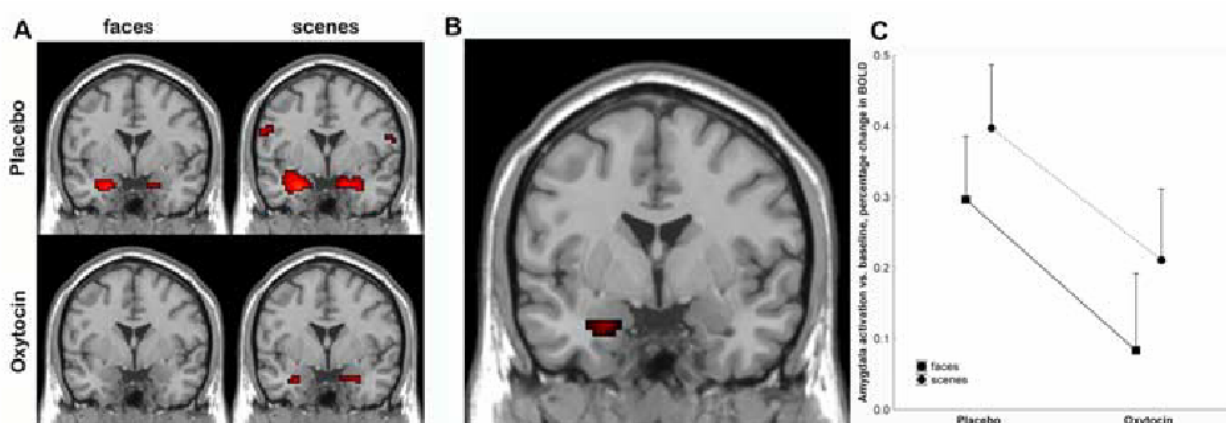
Oxytocin effects on amygdala activation. A, Rendering on normal coronal MRI at the level of the anterior commissure (in neurological orientation: the brain left is on the viewer's left). The response to face stimuli is on the left, and the response to scene stimuli is on the right. Top, Placebo; bottom, oxytocin. See Table 2 for statistical information. B, Significantly higher activation under placebo than oxytocin (main effect of drug condition). See Table 2 for statistical information. C, Plot of BOLD in the amygdala ROI (ANOVA; significant main effect of drug condition: $F_{(1,56)} = 4.2, p = 0.045$; main effect of task and drug-by-task interaction were not significant).
